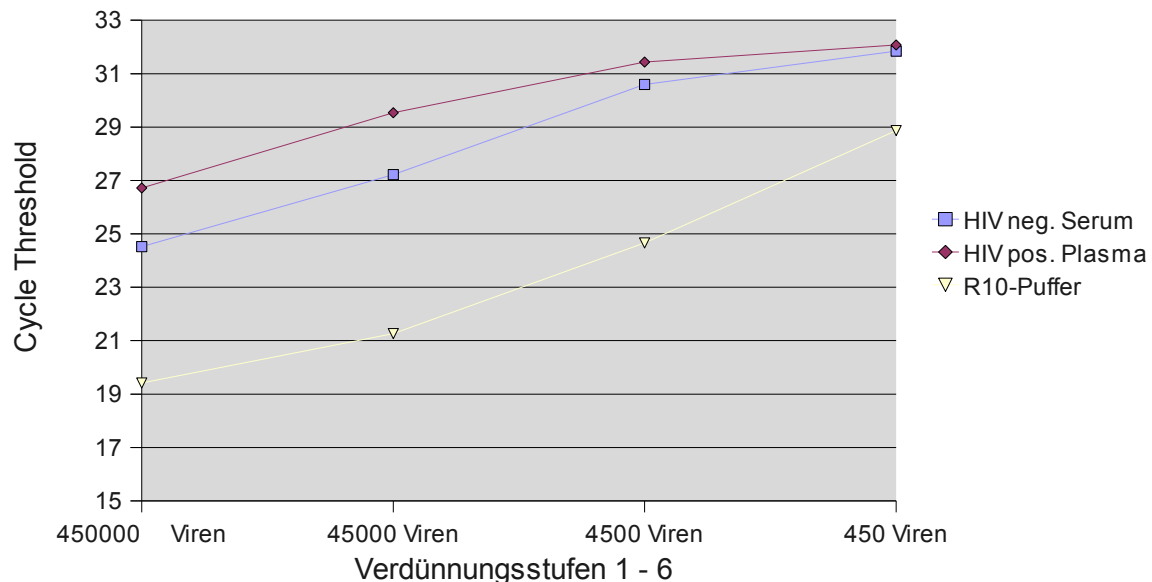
Graphische Darstellung des CT der einzelnen Verdünnungsstufen in R10-Puffer (gelber Graph), in HIV negativem Serum (blauer Graph) und HIV positivem Plasma (roter Graph).
